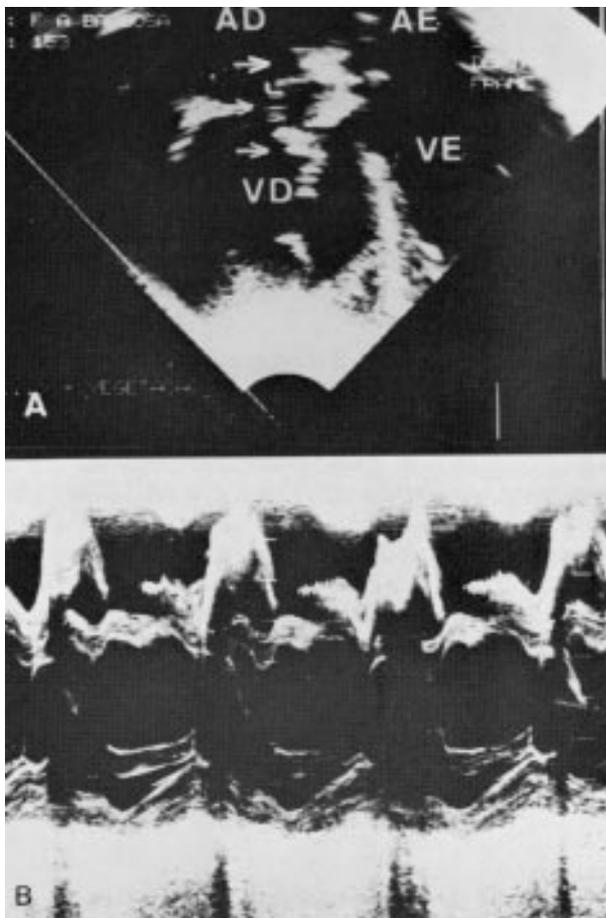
Ecocardiograma bidimensional mostrando vegetação em valva tricúspide. O modo M mostra as vibrações anormais da valva tricúspide no caso 2.
